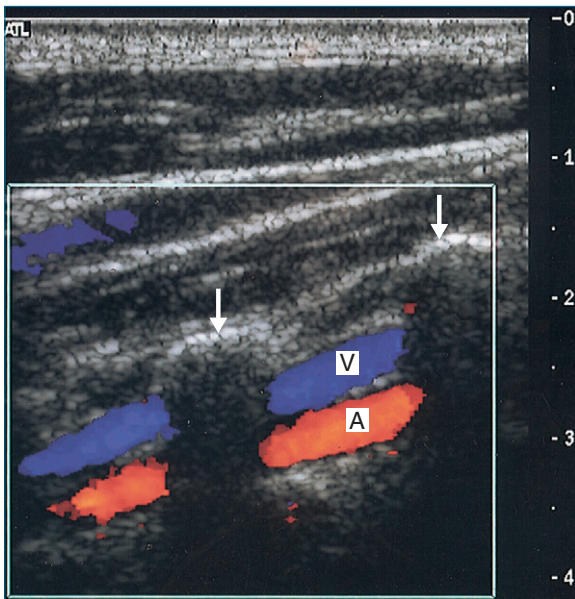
Farbdopplerbild der A. vertebralis (A) und der V. vertebralis (V) zwischen den Wirbelfortsätzen der Wirbelsäule (Pfeilmarkierungen).
